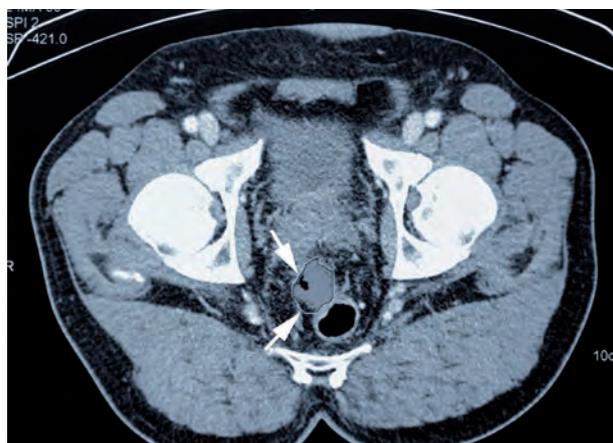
Immagine TC della pelvi che rappresenta il risultato della delimitazione tumorale automatica sul piano assiale. Si noti che non tutto il tessuto delimitato è solido (freccie).
